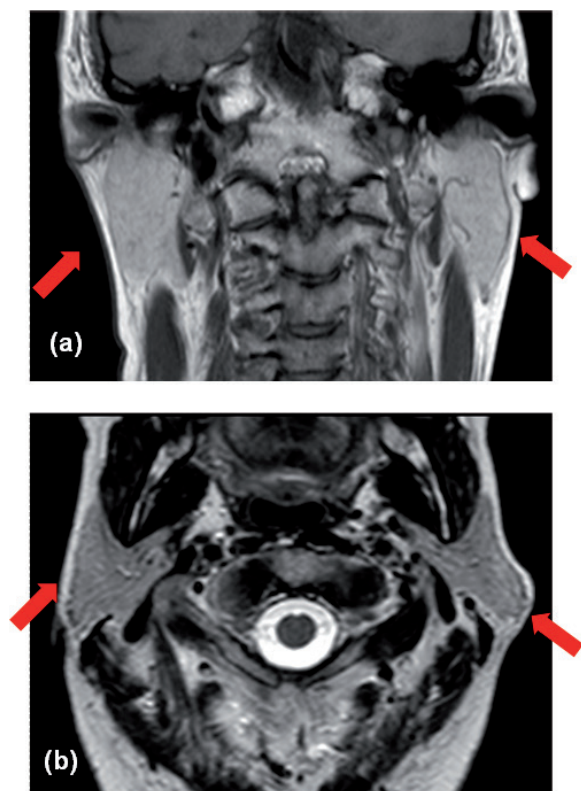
Glándula parótida normal por RM. Imágenes de RM en secuencia T1 coronal sin contraste ev (a) y T2 axial (b). En ambas secuencias, observamos las glándulas parótidas hiperintensas (flechas); como ya se explicó previamente, esto se debe a su abundante contenido de tejido graso.
